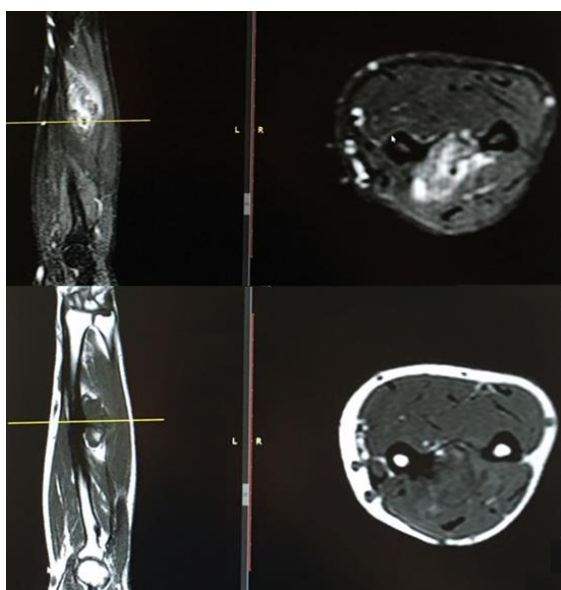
Case 2, Magnetic resonance imaging shows a smooth and lobulated contoured mass of 27x25x19 mm with contrast enhancement after gadolinium in the central section of the left forearm, which was isointense with the muscles on T1A sequences, hyperintense on T2A sequences, showing vicinity with radius central diaphyseal cortex, and exophytic growth to the soft tissue.
